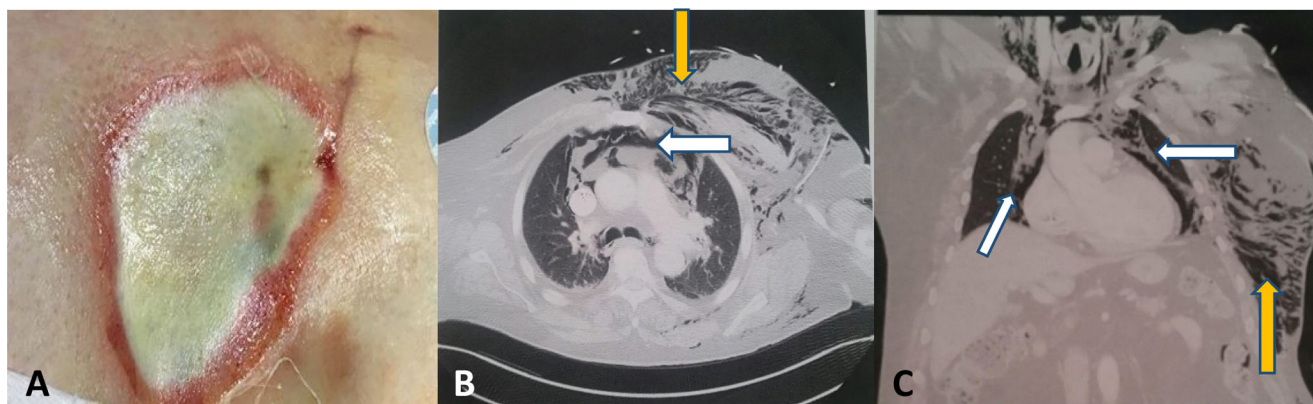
A. Brûlure au troisième degré en regard du boîtier de DAI. B. Coupe axiale thoracique de la TDM thoracique : pneumomédiastin (flèche blanche) et emphysème sous-cutané (flèche orangée). C. Coupe coronale thoracique de la TDM thoracique : pneumomédiastin (flèches blanches) et emphysème sous-cutané (flèche orangée) Reproduite avec l'autorisation du patient
